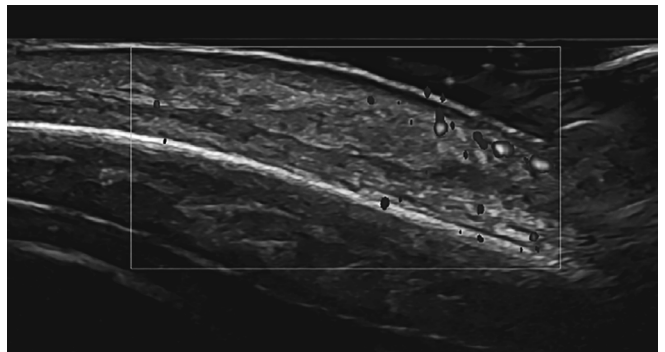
Пациентка А., УЗИ мягких тканей лба, датчик 24 МГц, режим энергетического доплеровского картирования
